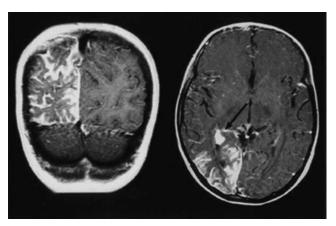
Resonancia magnética coronal y axial en fase T1 con gadolinio que muestra lesión angiomatosa en el cuadrante posterior derecho.
